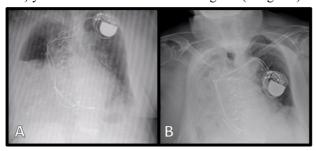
A: radiografía de tórax previo al ingreso y el traumatismo torácico. Se objetiva migración parcial de contenido abdominal hacia cavidad torácica. B: radiografía que coincide con el empeoramiento de la insuficiencia respiratoria de la paciente.
